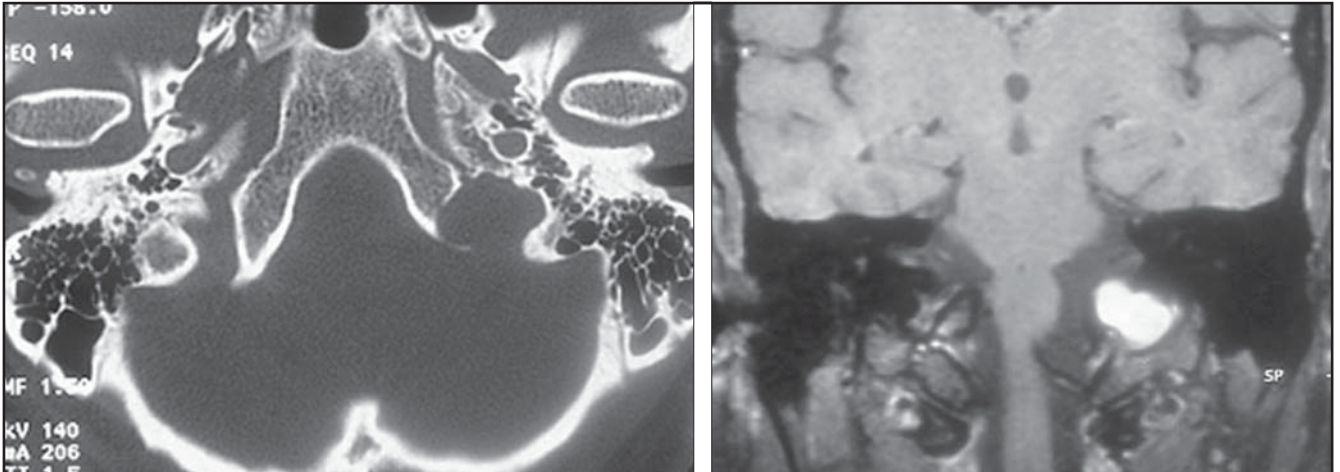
A: Corte axial de TC revelando alargamento do forame jugular esquerdo. B: Imagem coronal spin-eco ponderada em T1 com supressão de gordura após contraste revelando massa sólida no forame jugular esquerdo, com intensa e homogênea impregnação pelo contraste: schwannoma vagal.
